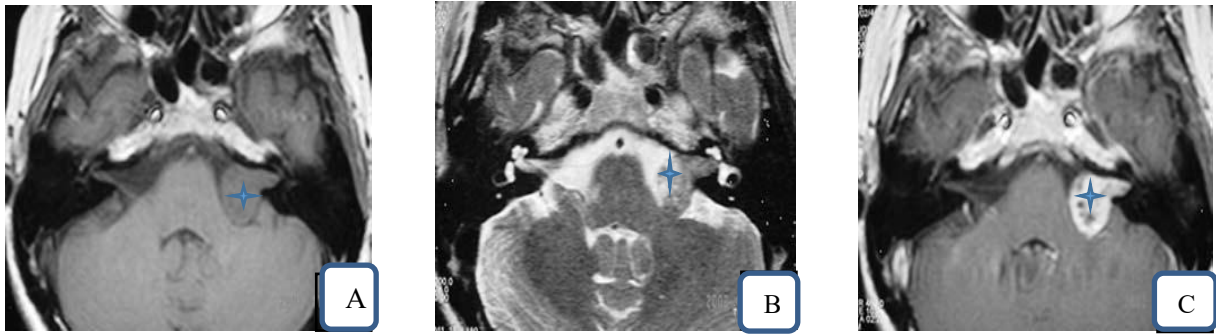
Aspect IRM d'un schwannome vestibulaire gauche (Etoile) [78].
